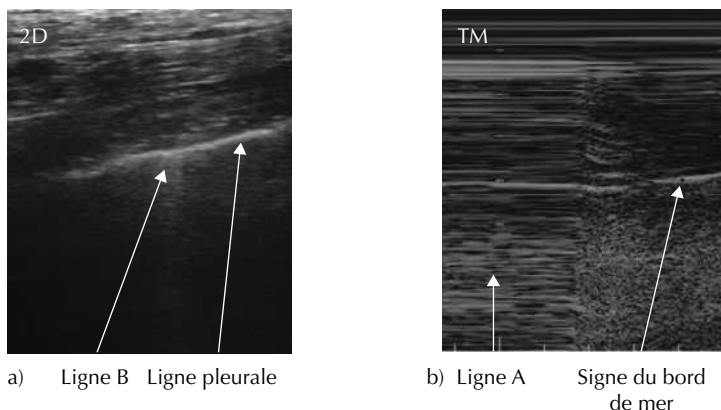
Échographie pleurale : a) absence de PNO ; b) point poumon = PNO.
